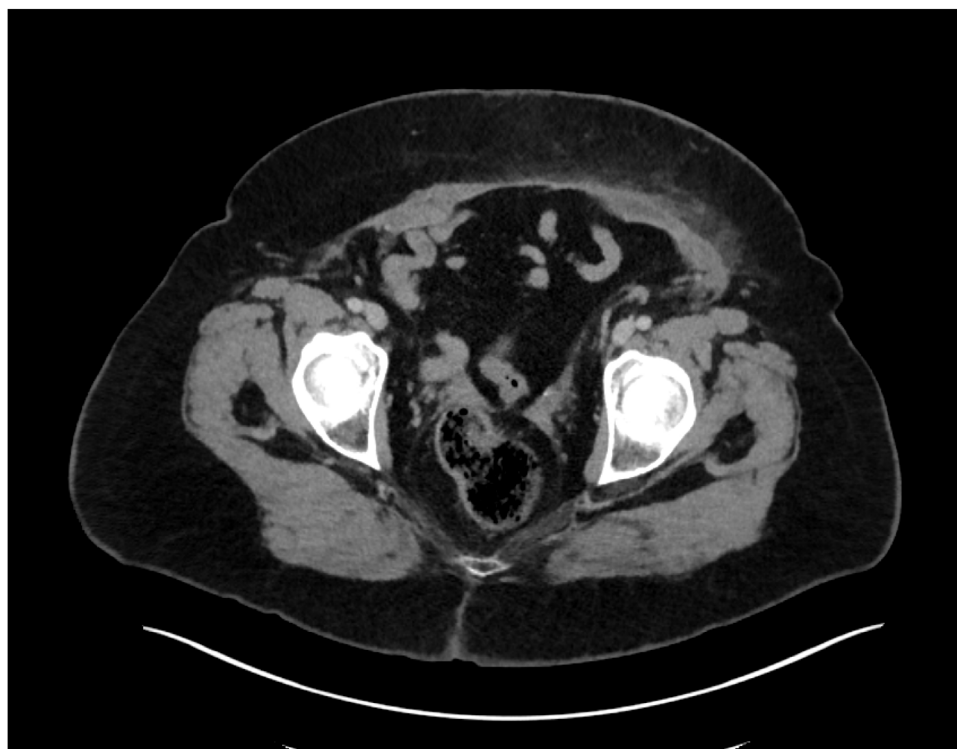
TAC de control.
